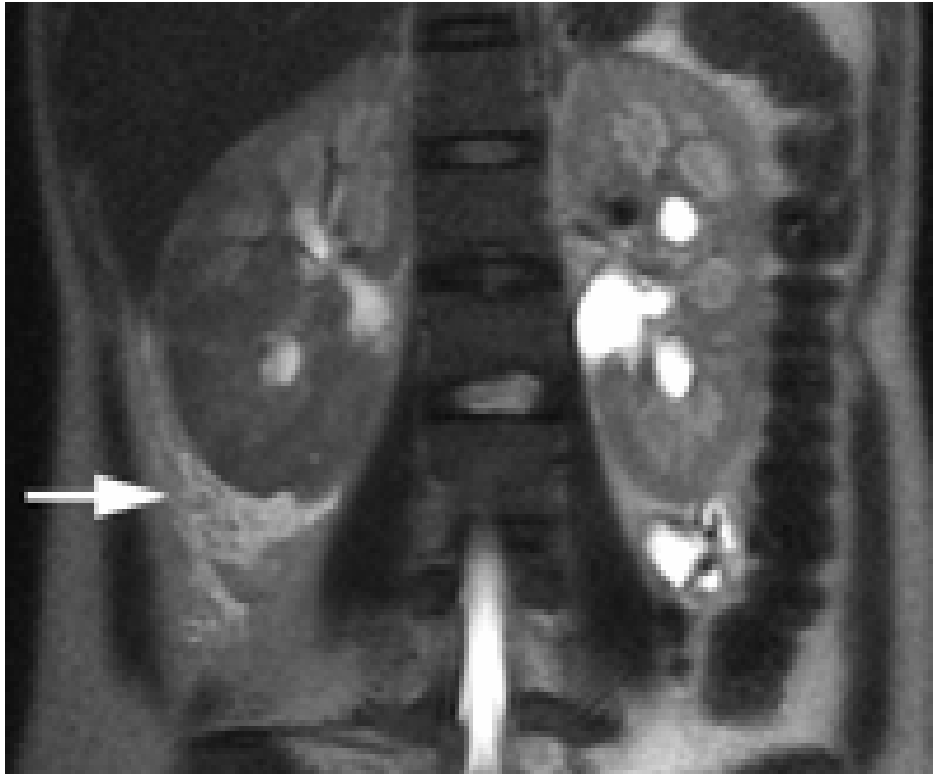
IRM, coupe coronale, séquence pondérée en T2, sans injection, l'image montre une augmentation de la taille du rein droit et une infiltration péri-rénale, ce qui est conforme avec une pyélonéphrite.[13]
